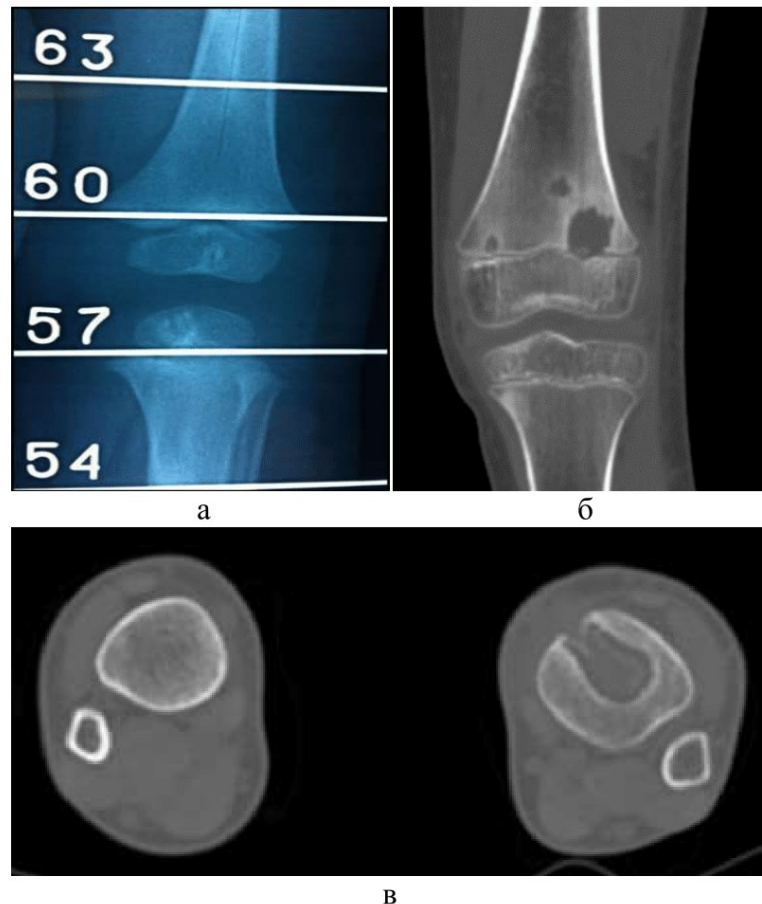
Рентгенограмма (а – прямая проекция) и МСКТ-томограммы (б – COR, в – АХ) коленных суставов пациентов с деструкцией кости (разные дети):
